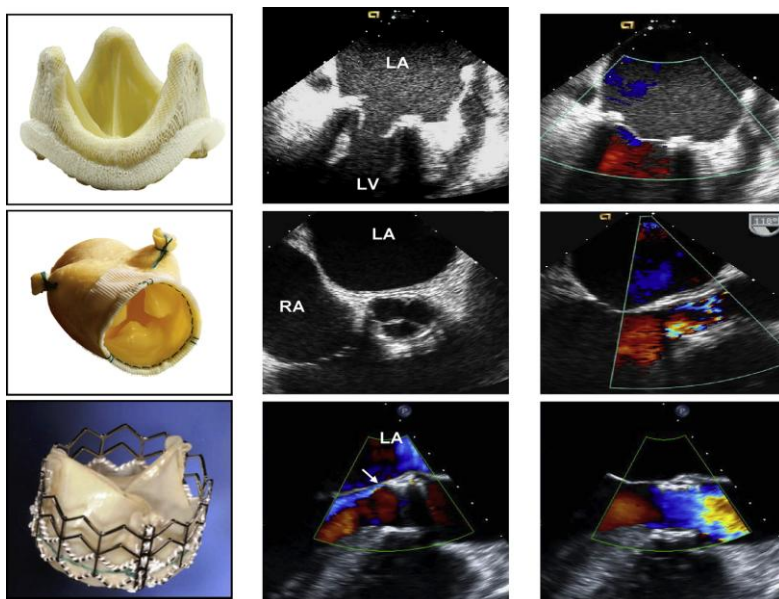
Exemplos de válvulas biológicas com stent, sem stent e percutâneas, e as suas características ecocardiográficas em diástole (ao meio) e em sístole (à direita) vistas através de Ecocardiografia transesofágica. A seta aponta para ligeira regurgitação aórtica perivalvular. Legenda: LA – Aurícula esquerda; LV – Ventriculo esquerdo; RA – Aurícula direita. Imagem retirada de Zoghbi, W.A., 2009, “Recommendations for Evaluation of Prosthetic Valves with Echocardiography and Doppler Ultrasound”.
